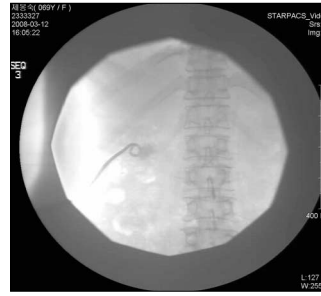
Follow up USG tubography : Diminished of pus collection on perihepatic area
